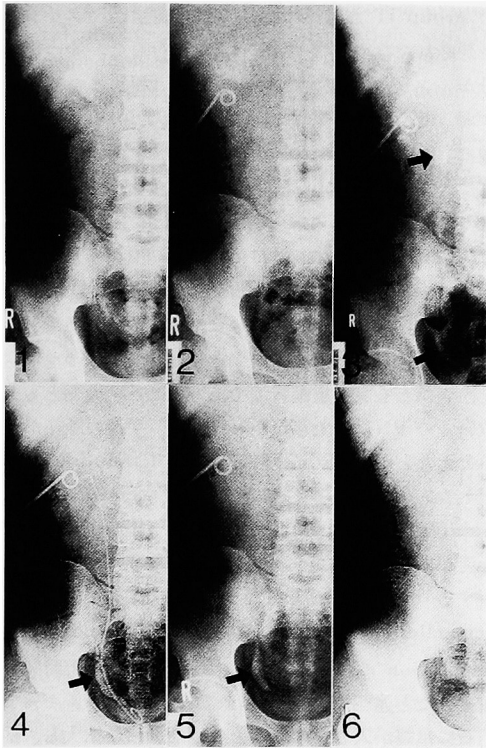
Right incomplete staghorn calculi on X-rays in case 2. 1, preoperative X-ray. 2, X-ray showing residual stones remaining after 3 ESWL-sessions. Stone shadow enlarged and contrast decreased. 3, X-ray showing stone street after 5 ESWL-sessions. 4, a ureteral stent was indwelled into the ureter. 5, X-ray before TUL. 6, fragments disappeared after TUL and nephrostomy tube was withdrawn.
